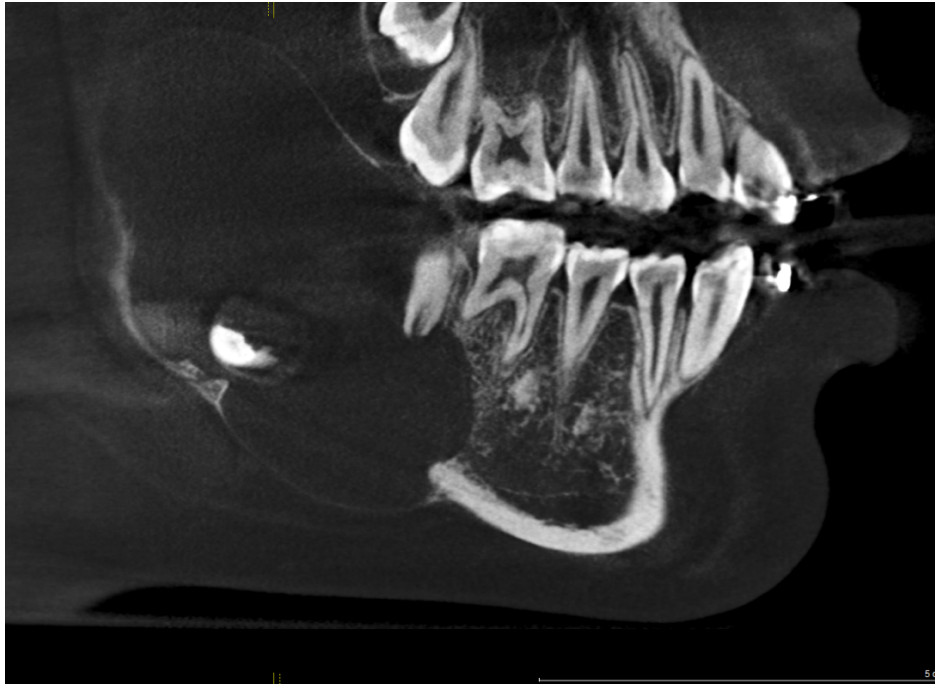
Vista lateral de la mandíbula por medio de la tomografía.
